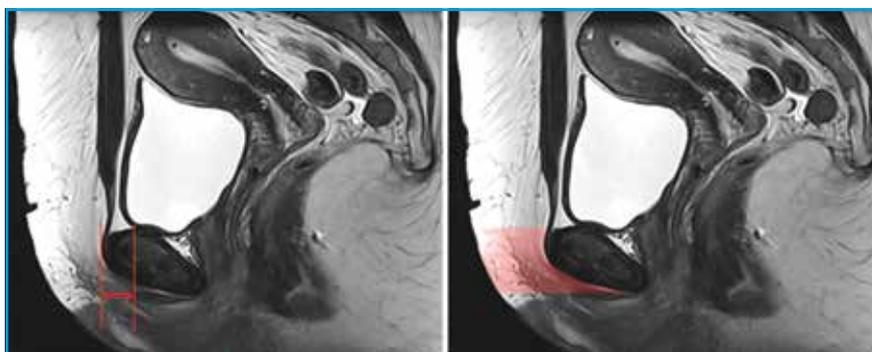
Analyse IRM du clitoris : distance CP à gauche et surface graisseuse prépubienne à droite.
